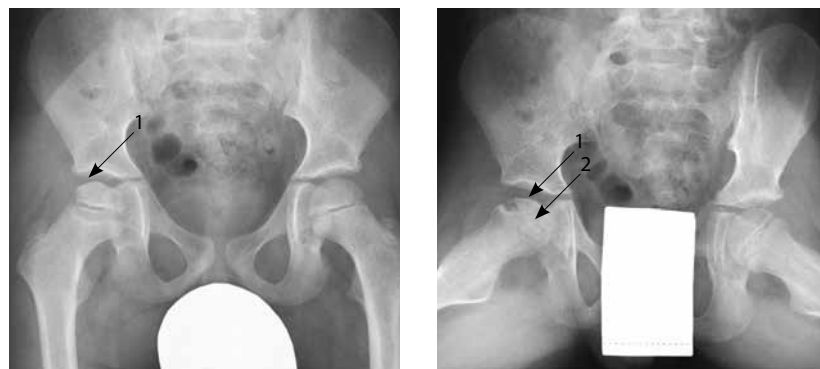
Рентгенологические признаки II стадии болезни Легга – Кальве – Пертеса; 1 – расширение суставной щели, 2 – снижение высоты головки бедренной кости (только в проекции по Лаунштейну)
